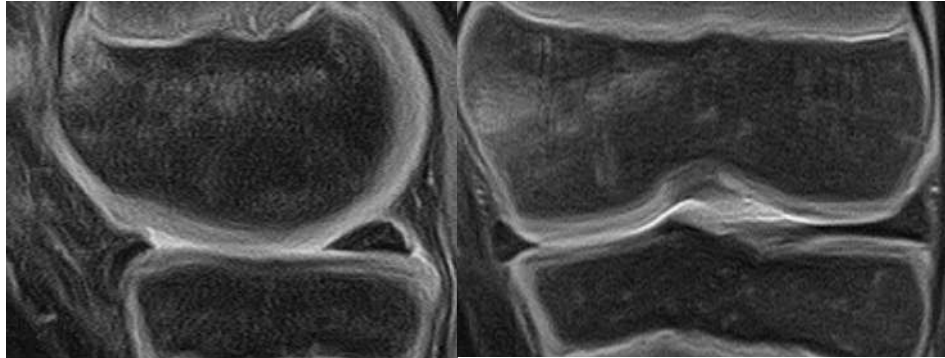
Рисунок №48. МРТ правого коленного сустава пациента В. через 6 месяцев с момента операции в режиме PDFS (слева – сагиттальная проекция, справа – фронтальная проекция).
